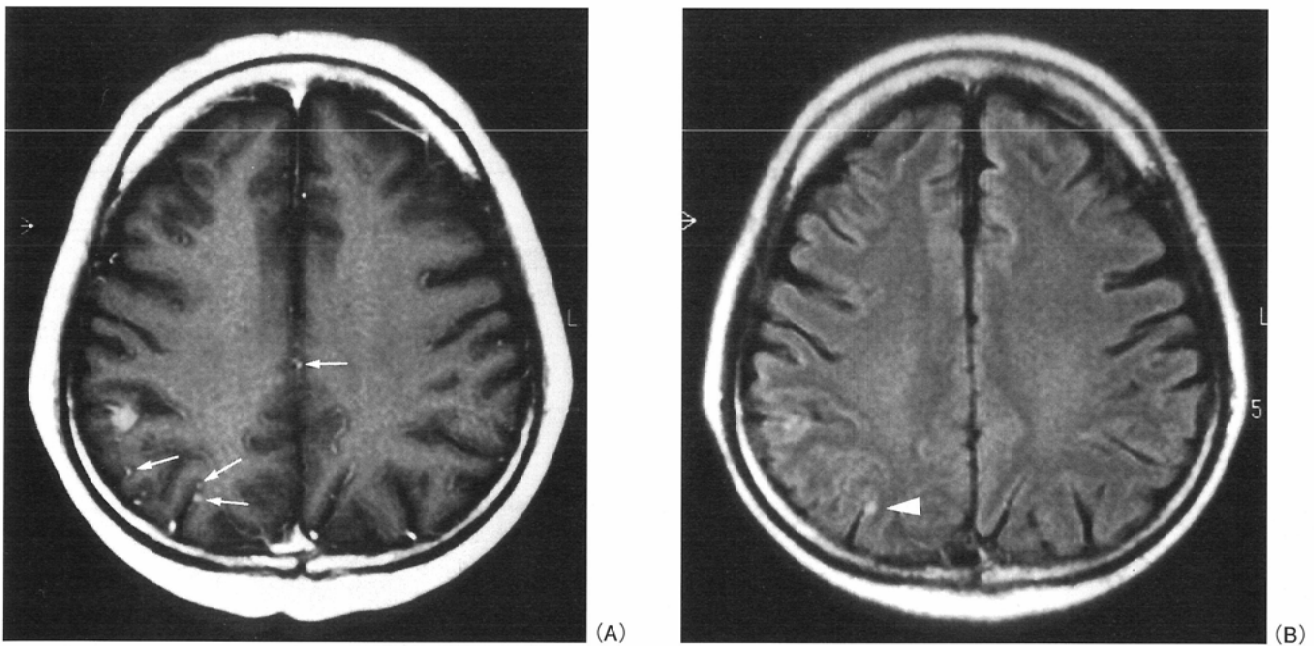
Differentiation between small metastatic tumors and vessels on the brain surface using enhanced FLAIR. DD-T1WI(A) shows tiny enhanced areas on the brain surface(arrows), which may indicate metastatic tumors or enhanced vessels. In contrast, while enhanced FLAIR(B)enhanced foci that were thought to be metastatic tumors(arrowhead), the vessels, that were enhanced in DD-T1WI(A) are not seen.
